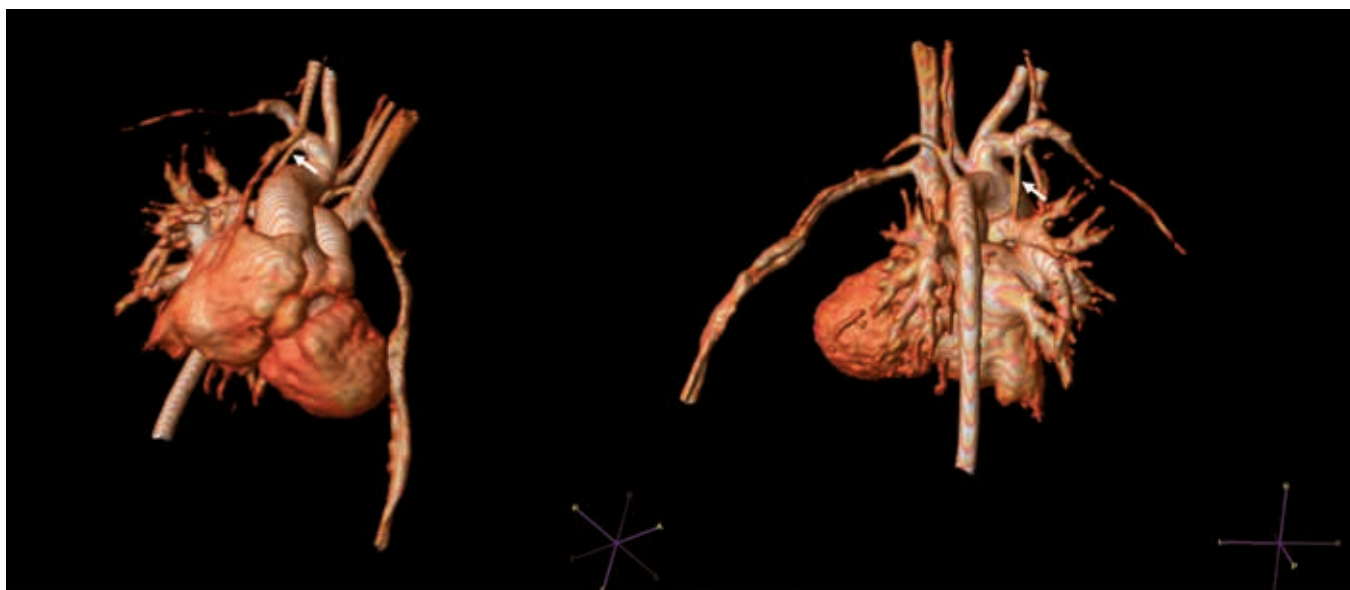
Ricostruzione 3D tramite RMN di atresia della valvola tricuspide con presenza di shunt sistemico polmonare tra succlavia e arteria polmonare destra (freccia), visione anteriore (sinistra) e posteriore (destra).
